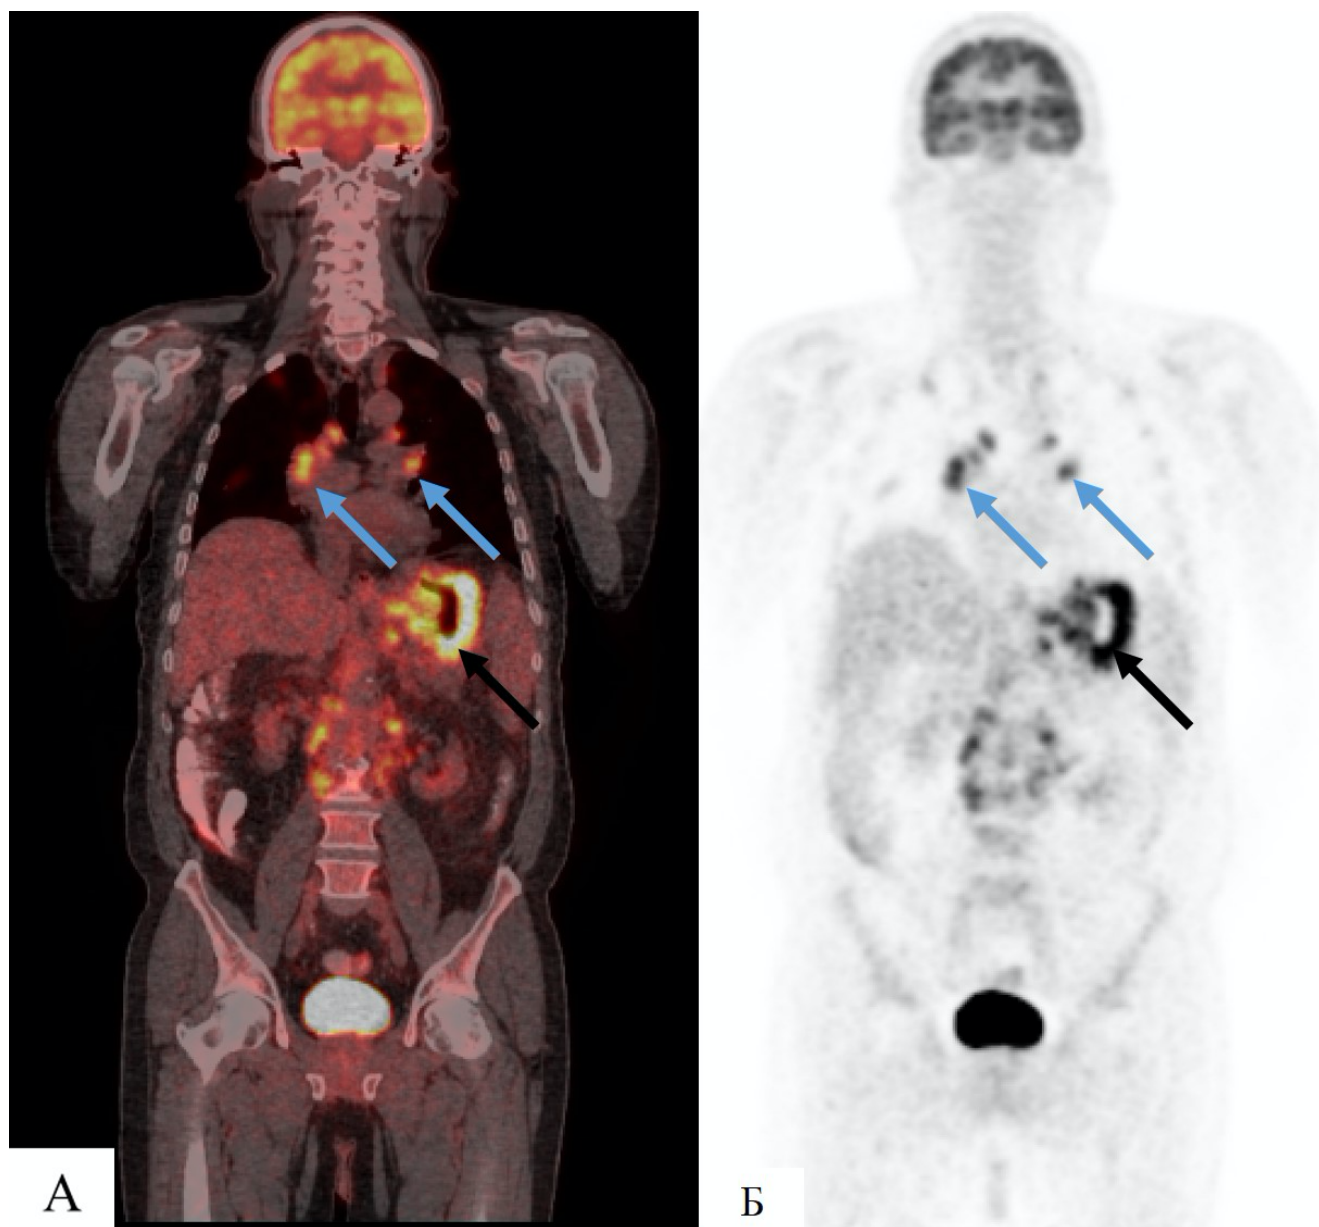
(А,Б) – Пациент с метастазами недифференцированной карциномы в лимфатические узлы средостения и легкие (синие стрелки), при проведении ПЭТ-КТ была выявлена первичная опухоль желудка (черная стрелка)
